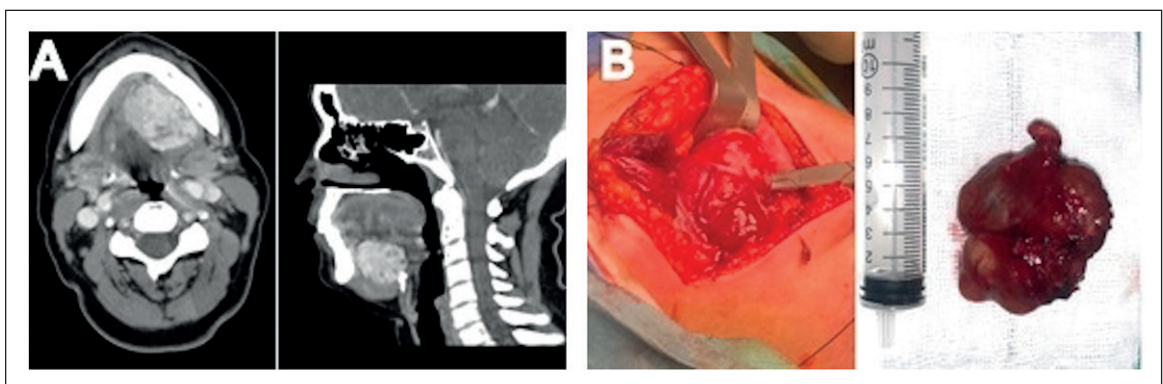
(A) Corte axial y sagital de tomografía computarizada: masa de características heterogéneas a nivel submandibular y sublingual izquierdos sugestiva de bocio multinodular en un tiroides ectópico con unas medidas de 34 x 26 x 30 milímetros. (B) Pieza quirúrgica.
